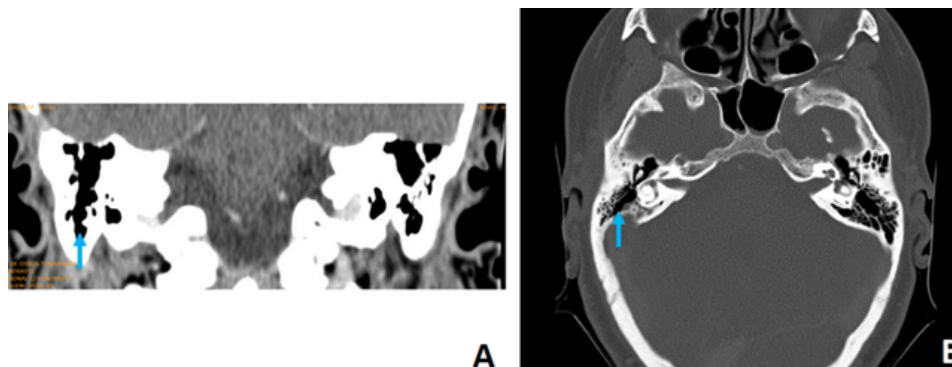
Tomografia computadorizada de crânio com contraste pós-tratamento. A: Região temporal ampliada evidenciando mastoide direita livre de líquidos ou secreções; B: Mastoide direita aerada, sem sinais de líquido em orelha média.
